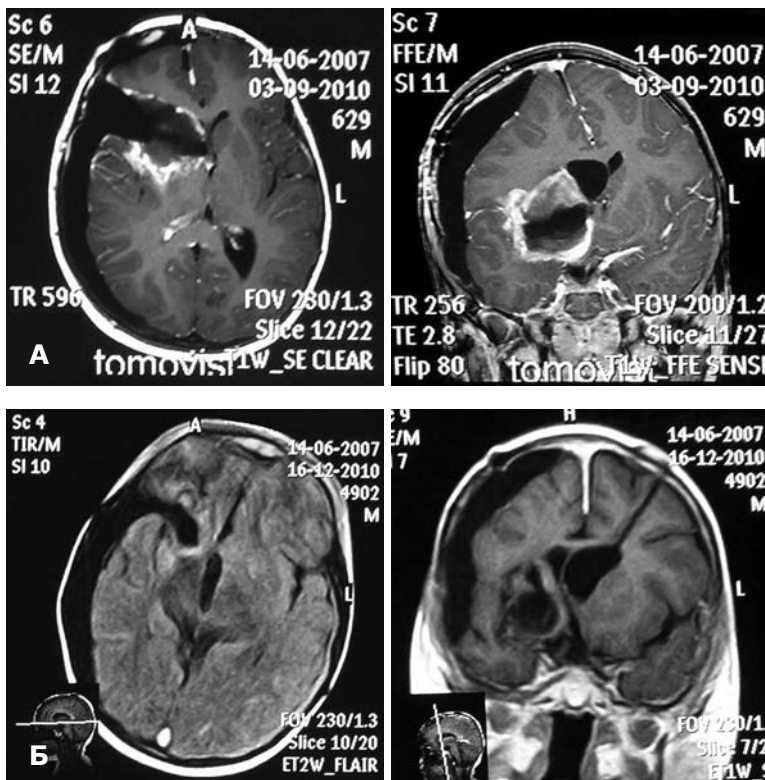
МРТ ребенка П. А — через 1 мес после операции; Б — через 4 мес после операции.
